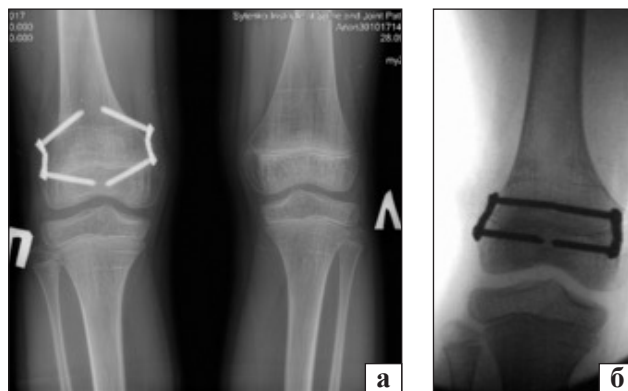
Рентгенограми пацієнта Ш., 10 років: а) міграція пластин, б) повторне блокування НЗ
